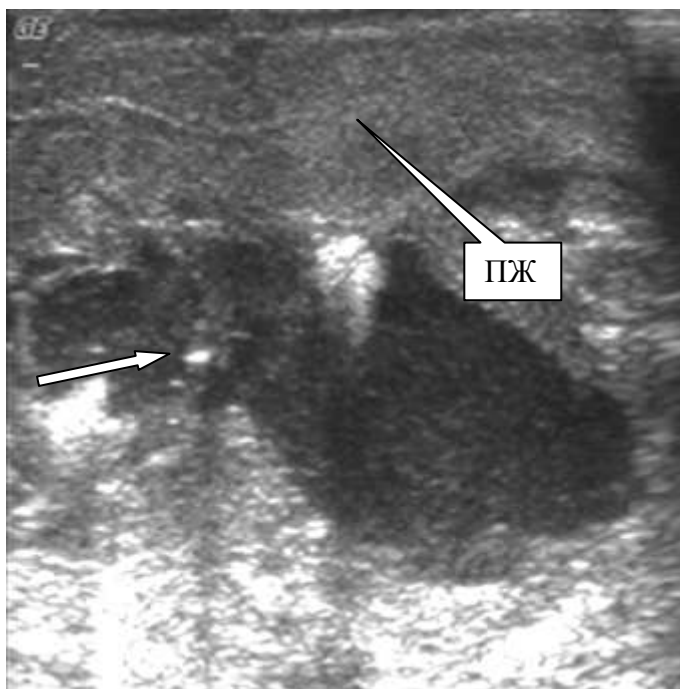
Рисунок № 3. Дополнительно выявленная при ИОУЗИ зона гнойного расплавления забрюшинной клетчатки позади хвоста поджелудочной железы (виден выраженный отек паренхимы хвоста). Стрелкой показан кончик пункционной иглы
